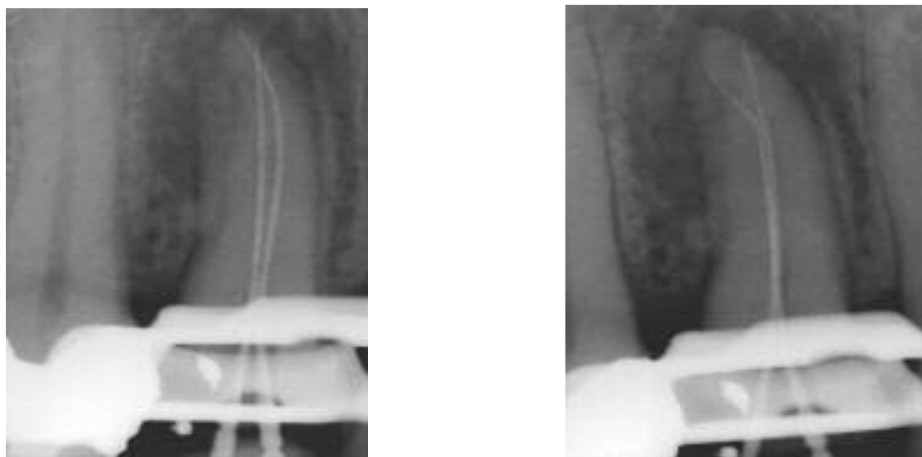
Duas angulações diferentes numa radiografia periapical (Nallapati 2010)
